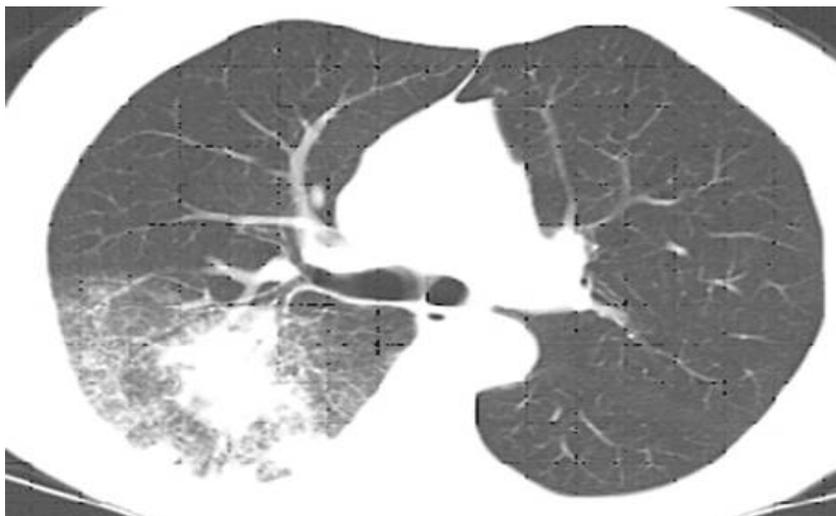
Томограмма пациента с ВАП
